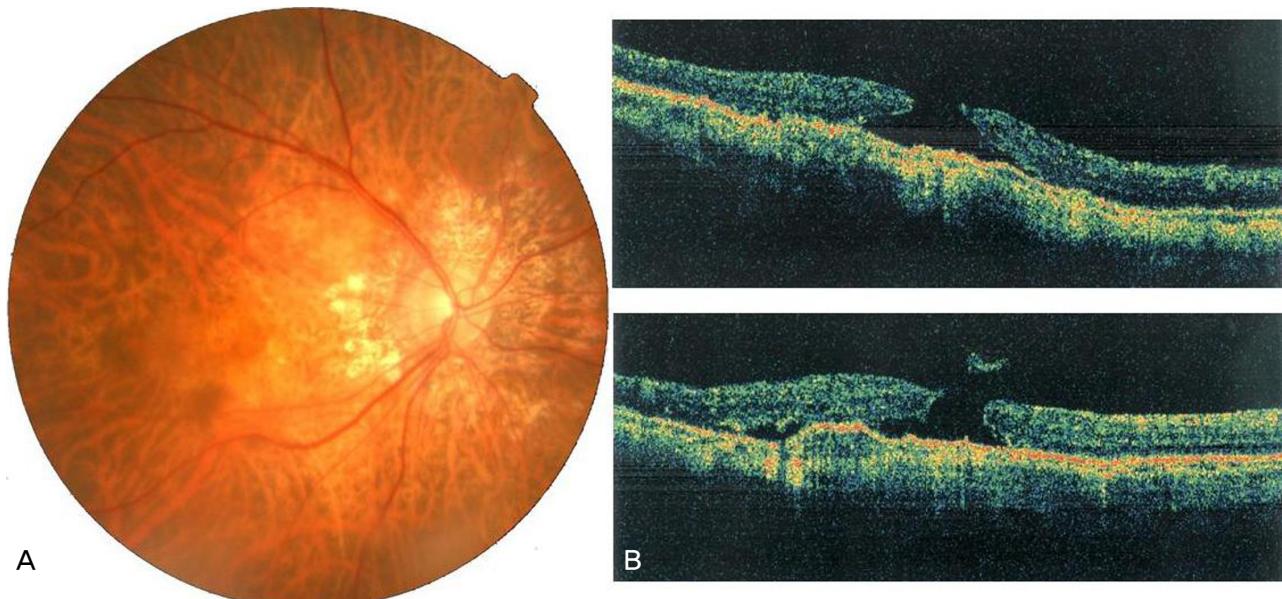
(A) Fundus photograph after the second intravitreal ranibizumab[®] injection shows that submacular hemorrhage was disappeared. It is difficult to find out the macular hole. (B) Optical coherence tomograph confirms the presence of a full thickness macular hole with operculum.
